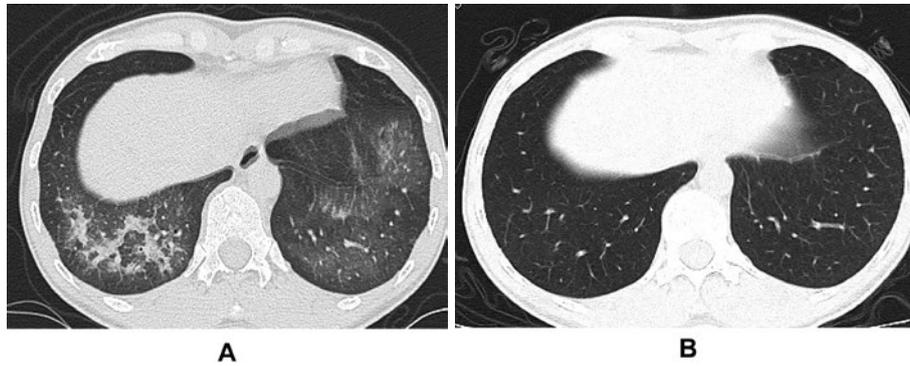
胸部CT. (A)入院時CT. 両肺野にびまん性すりガラス陰影を認める. 右下肺野に癒合傾向のある浸潤影を伴っている. (B)退院1ヶ月後のCT. 両肺のすりガラス陰影は完全に消失している.
